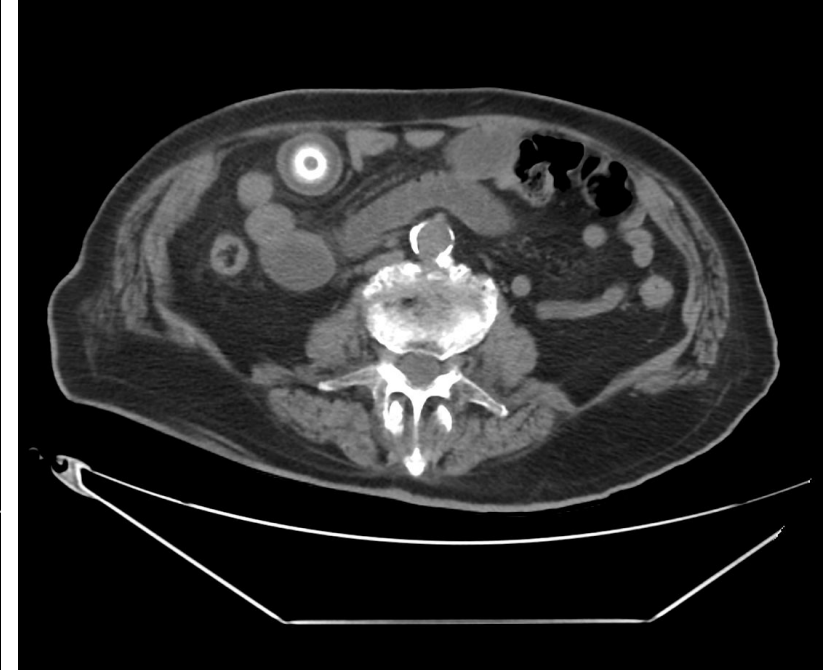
Corte axial de TC con identificación de un cálculo biliar impactado en íleon terminal, de 20 mm. HUTVC.
